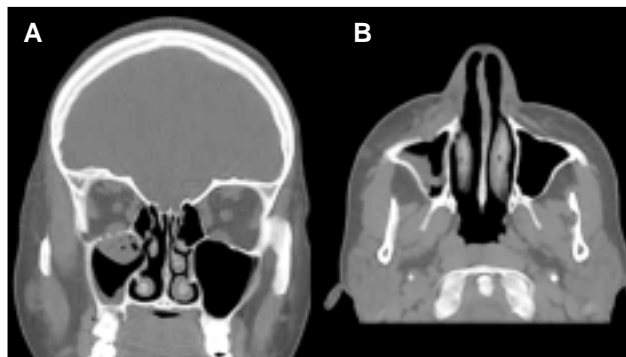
Imagen de la TC que muestra la ocupación del seno maxilar derecho: A) corte coronal; B) corte axial.
